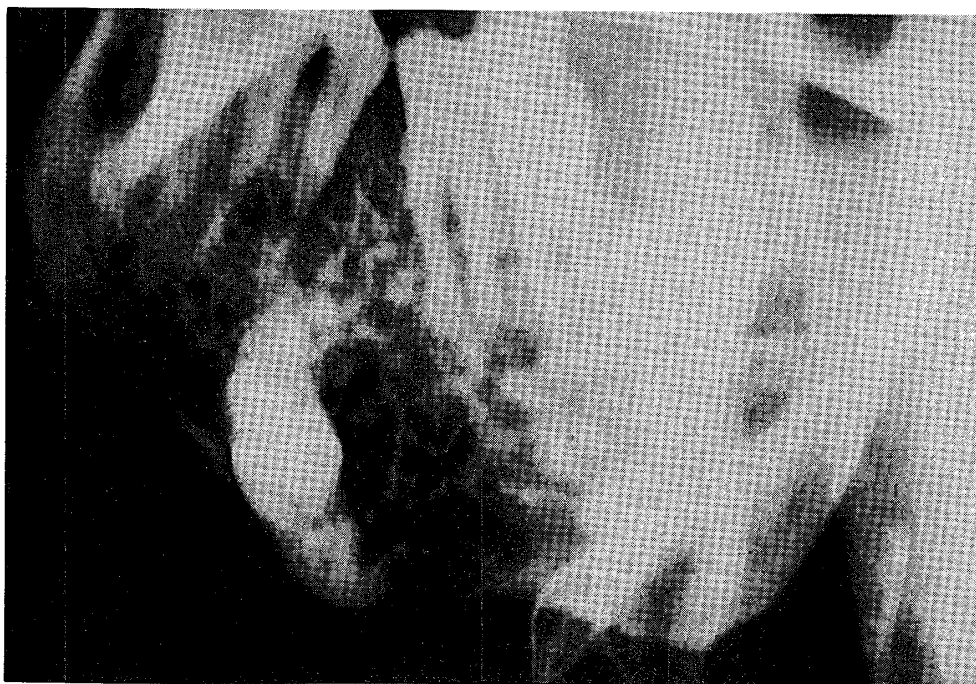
石灰化歯原性上皮腫の1例 (WHOの分類による症例であるが、境界明瞭な蜂窩状X線透過像として認められ、病変壁面に石灰化像が付着している様に見える。)
